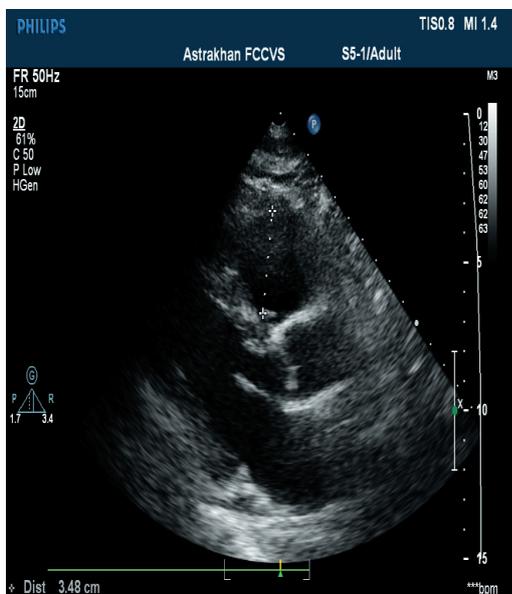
Эхокардиоскопия: увеличение размеров правого желудочка
